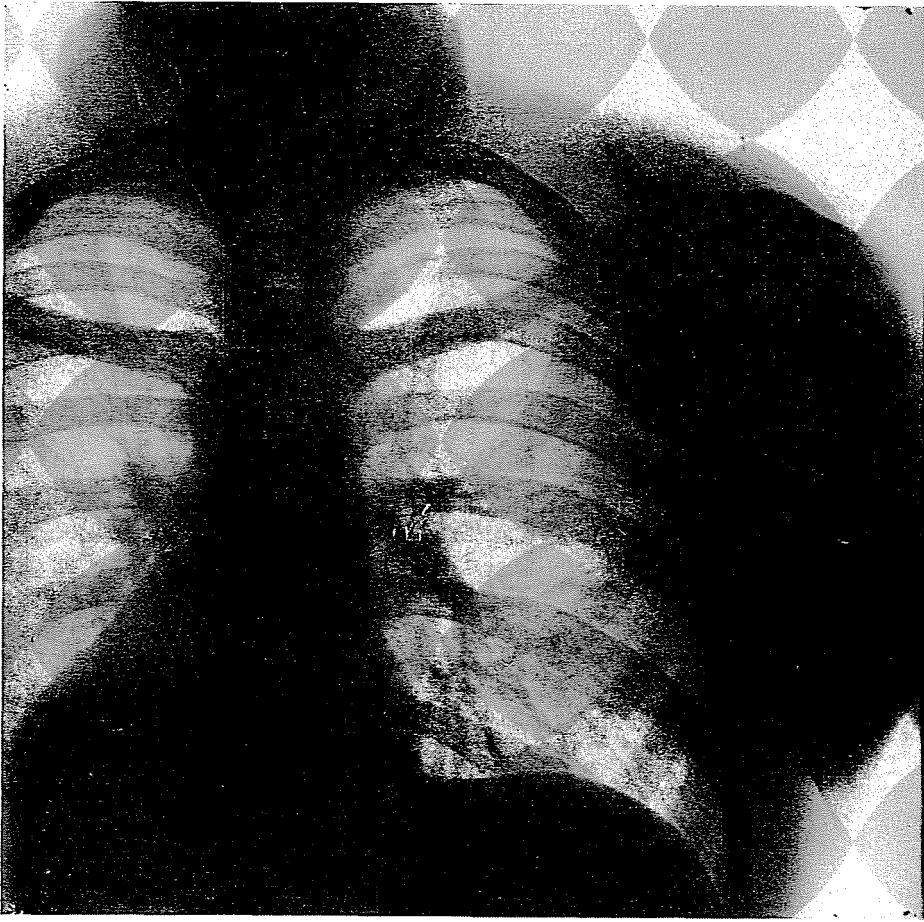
Рентгеновский снимок того же лица, изготовленный методом жестких лучей, техникой Грёделя. Вентральная поверхность грудной клетки больного находилась на расстоянии 40 см от кассеты
